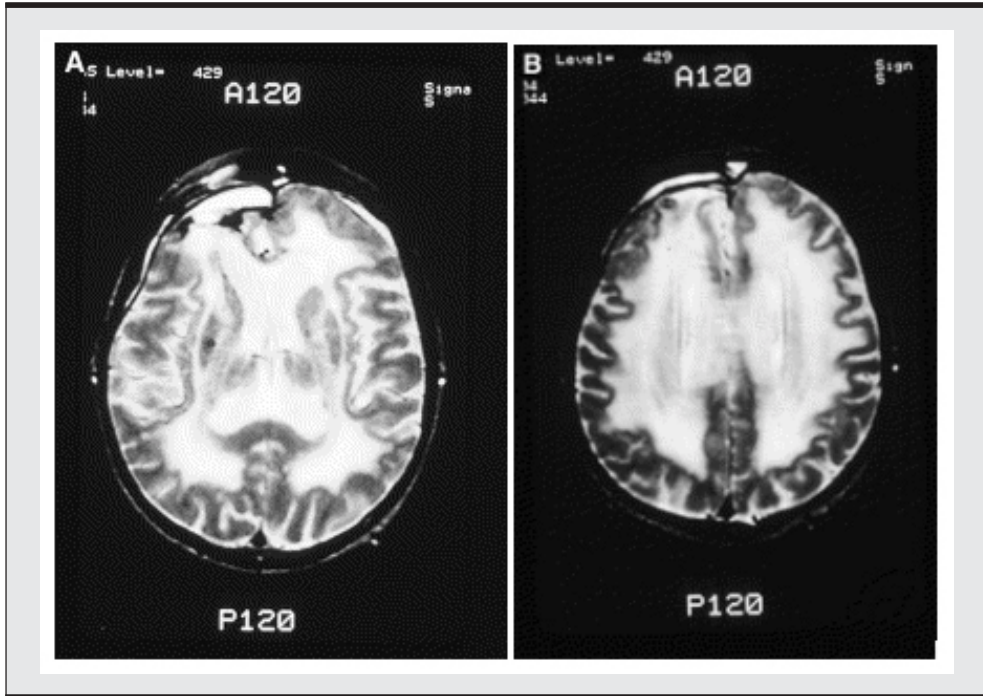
Imagen de RM cerebral en secuencia de T2, de un hombre de 63 años con glioblastoma multiforme frontal derecho resecado, quien presenta cambios mentales progresivos sin evidencia de recidiva tumoral. Se muestra aumento de señal de manera difusa en la sustancia blanca con atrofia cortical bilateral. (Modificado de *Neurol Clinics*. 2003. feb; 21 (1): 249-277).
